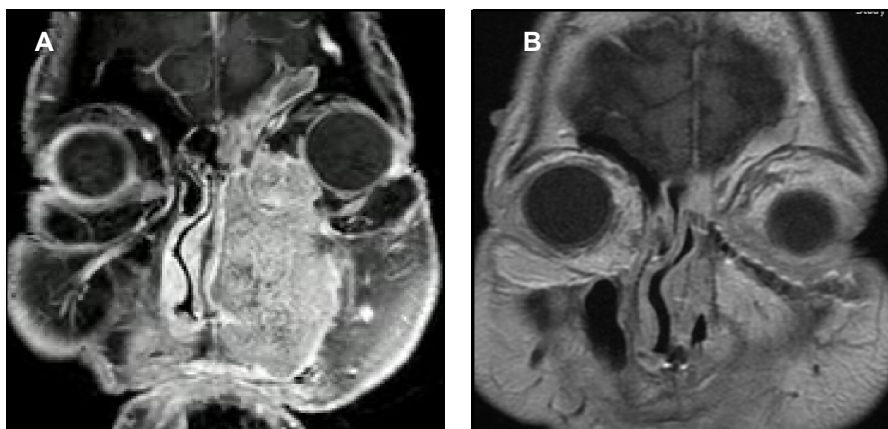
A. RMN con medio de contraste de senos paranasales, previo a cirugía. Se observa lesión isointensa en T1, en fosa nasal izquierda con extensión a la órbita más allá del periostio (Grado II de Iannetti); B. RMN con medio de contraste de senos paranasales, control a los cinco años de seguimiento se observa el resultado posoperatorio, sin recidiva tumoral y reconstrucción del piso de la órbita con placa de osteosíntesis.
